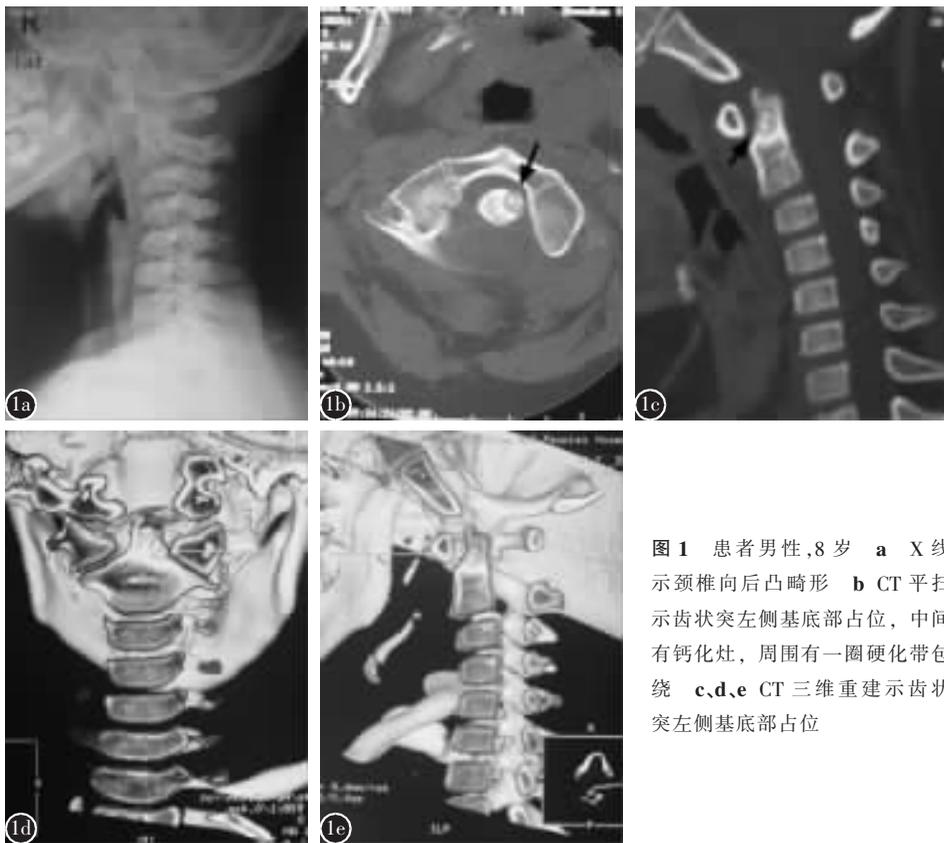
患者男性,8 岁 a X 线示颈椎向后凸畸形 b CT 平扫示齿状突左侧基底部占位,中间有钙化灶,周围有一圈硬化带包绕 c、d、e CT 三维重建示齿状突左侧基底部占位
